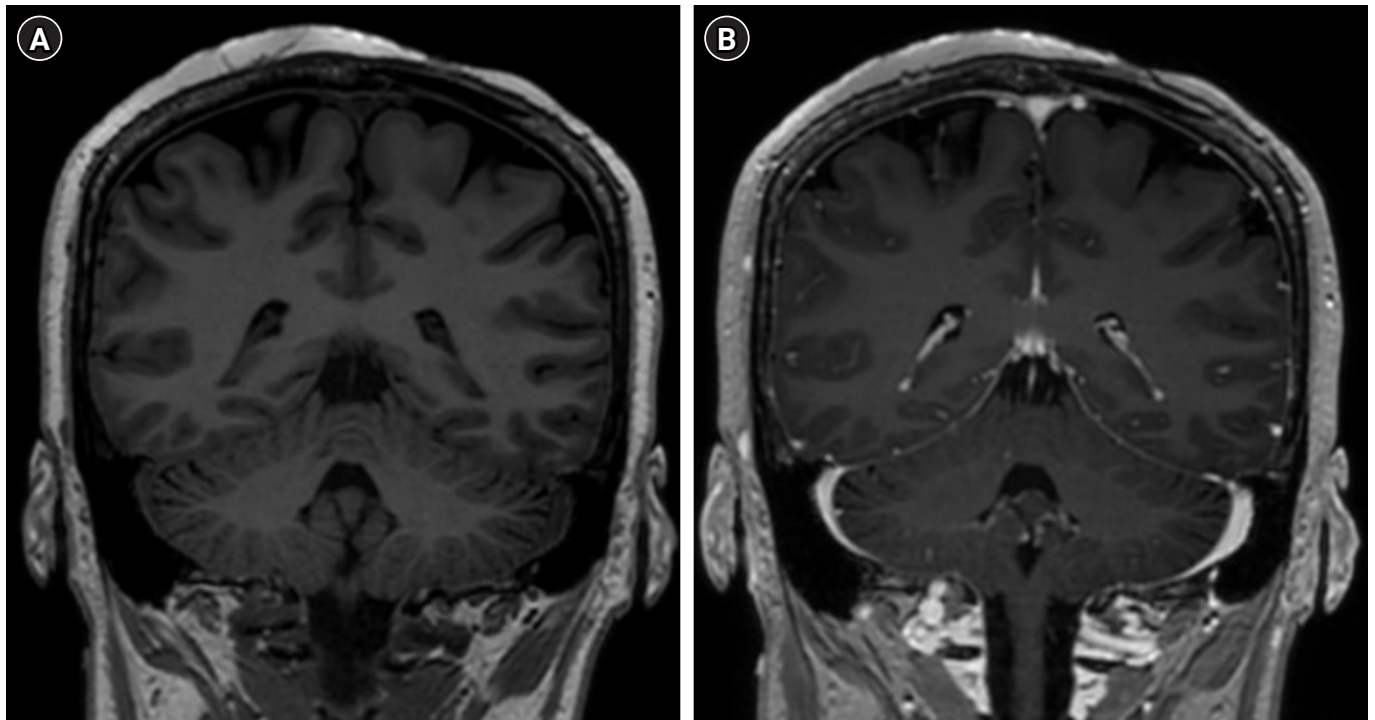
Postoperative magnetic resonance imaging (MRI) at the follow-up 12 months. The MRI showed no abnormal enhanced mass lesion. Non-enhanced coronal image (A) and enhanced coronal image (B).
